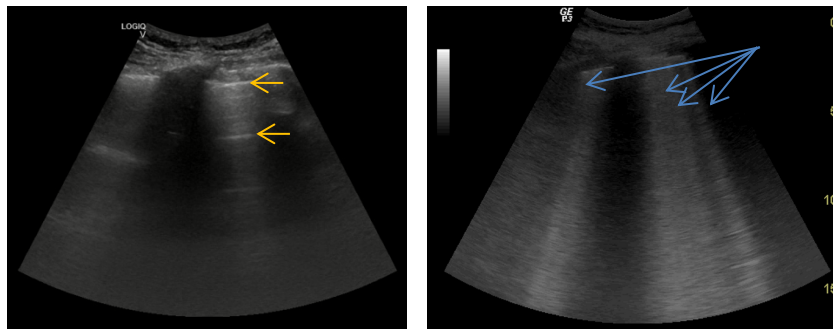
A) Ecografía pulmonar normal, con líneas horizontales de reverberación, paralelas y equidistantes (líneas A, flechas naranjas). B) Artefactos verticales, que alcanzan la profundidad del campo, separados menos de 3 mm o confluentes, más de 5, compatibles con edema intersticial (Líneas B, flechas azules)
